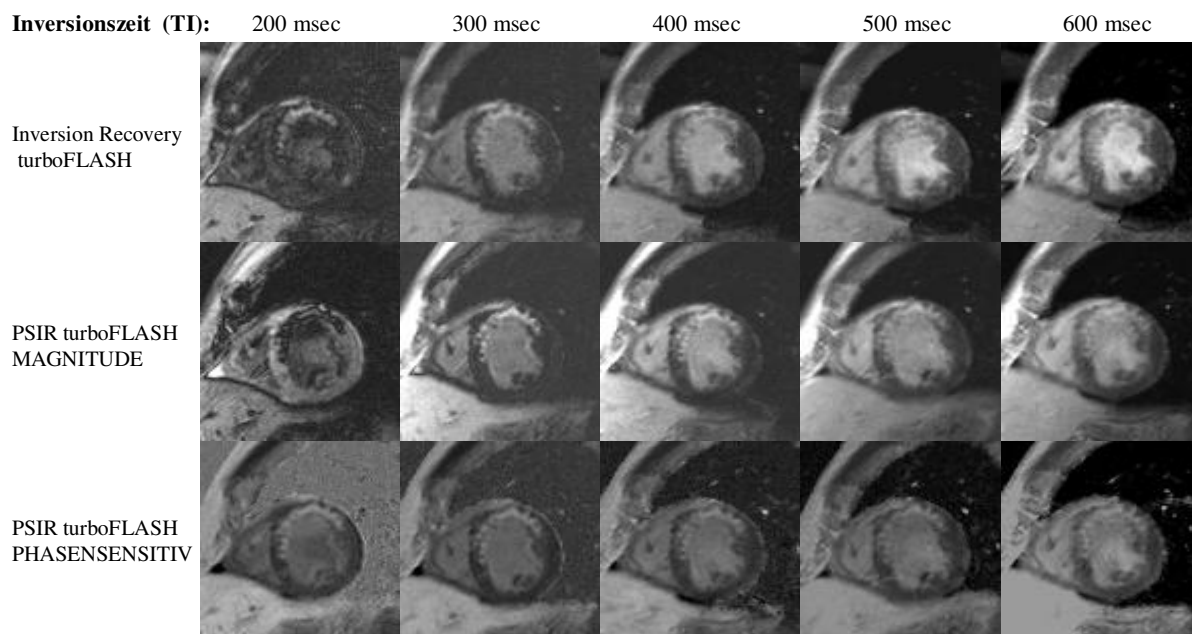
MRT-Bildsatz eines 46-jährigen Patienten mit anterior lokalisiertem, teilweise transmuraalem Myokardinfarkt: Alle 15 Bilder wurden in Schichtorientierung in der kurzen Herzachse bei identischer Schichtposition aufgenommen. Jede Bildreihe zeigt eine der drei Sequenztechniken zu unterschiedlichen Inversionszeiten. In der ersten Reihe sind die Magnitude-rekonstruierten Bilder der Inversion Recovery turboFLASH (Referenz-) Sequenz mit in 100 msec-Schritten von 200 bis 600 msec aufsteigenden Inversionszeiten dargestellt. Die zweite Reihe zeigt die Magnitude-rekonstruierten Aufnahmen der PSIR turboFLASH Sequenz. Die dritte Reihe beinhaltet die Bilder der Phasen-sensitiv rekonstruierten PSIR turboFLASH Sequenz. Im Falle der Datenakquirierung durch die magnitude IR turboFLASH-Technik zeigt sich analog zu Abbildung 14 bei einer kurzen Inversionszeit (200 msec) ein sich im Vergleich zum intakten Myokard hypointens darstellendes Infarktgebiet mit negativem Kontrast. Die Infarktfläche erscheint bei subjektiver Betrachtung auf den Bildern der Phasen-sensitiv rekonstruierten PSIR turboFLASH über alle Inversionszeiten hinweg relativ konstant, während bei den beiden Magnitude-rekonstruierten Techniken bei vergleichender Betrachtung der höchsten (600 msec) und niedrigsten TI-Zeit (200 msec) eine leichte Grössenzunahme des Infarktareals auffällt.
